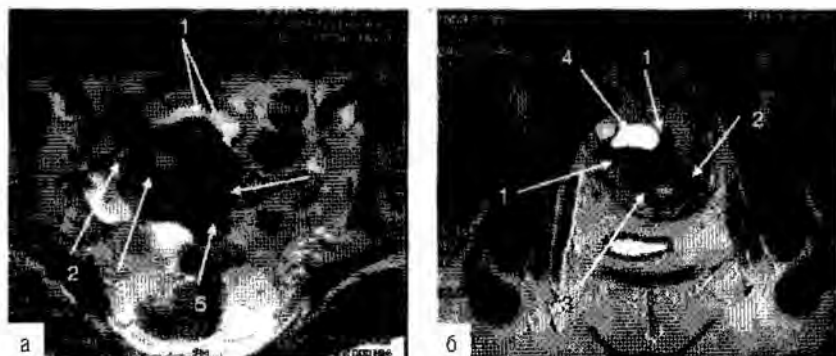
МРТ. На T2-взвешенном изображении в аксиальной плоскости (а) определяются неровные контуры матки за счет очагов эндометриоза, что свидетельствует о вовлечении в процесс брюшины (1), правый яичник подпаян к правому ребру матки (2), отмечаются неравномерное утолщение переходо-соединительной зоны (3), очаги эндометриоза в ткани миометрия (4), а также кистозная полость крупных размеров, заполненная геморрагическим содержимым (5). На T2-взвешенном изображении в коронарной плоскости (б) наружные контуры матки деформированы по задней поверхности за счет очагов эндометриоза, расположенных по брюшине (1), переходо-соединительная зона утолщена неравномерно (2), в миометрии определяются эндометриоидные гетеротопии (3), правый яичник с фолликулярной кистой подпаян к задней стенке матки (4).
